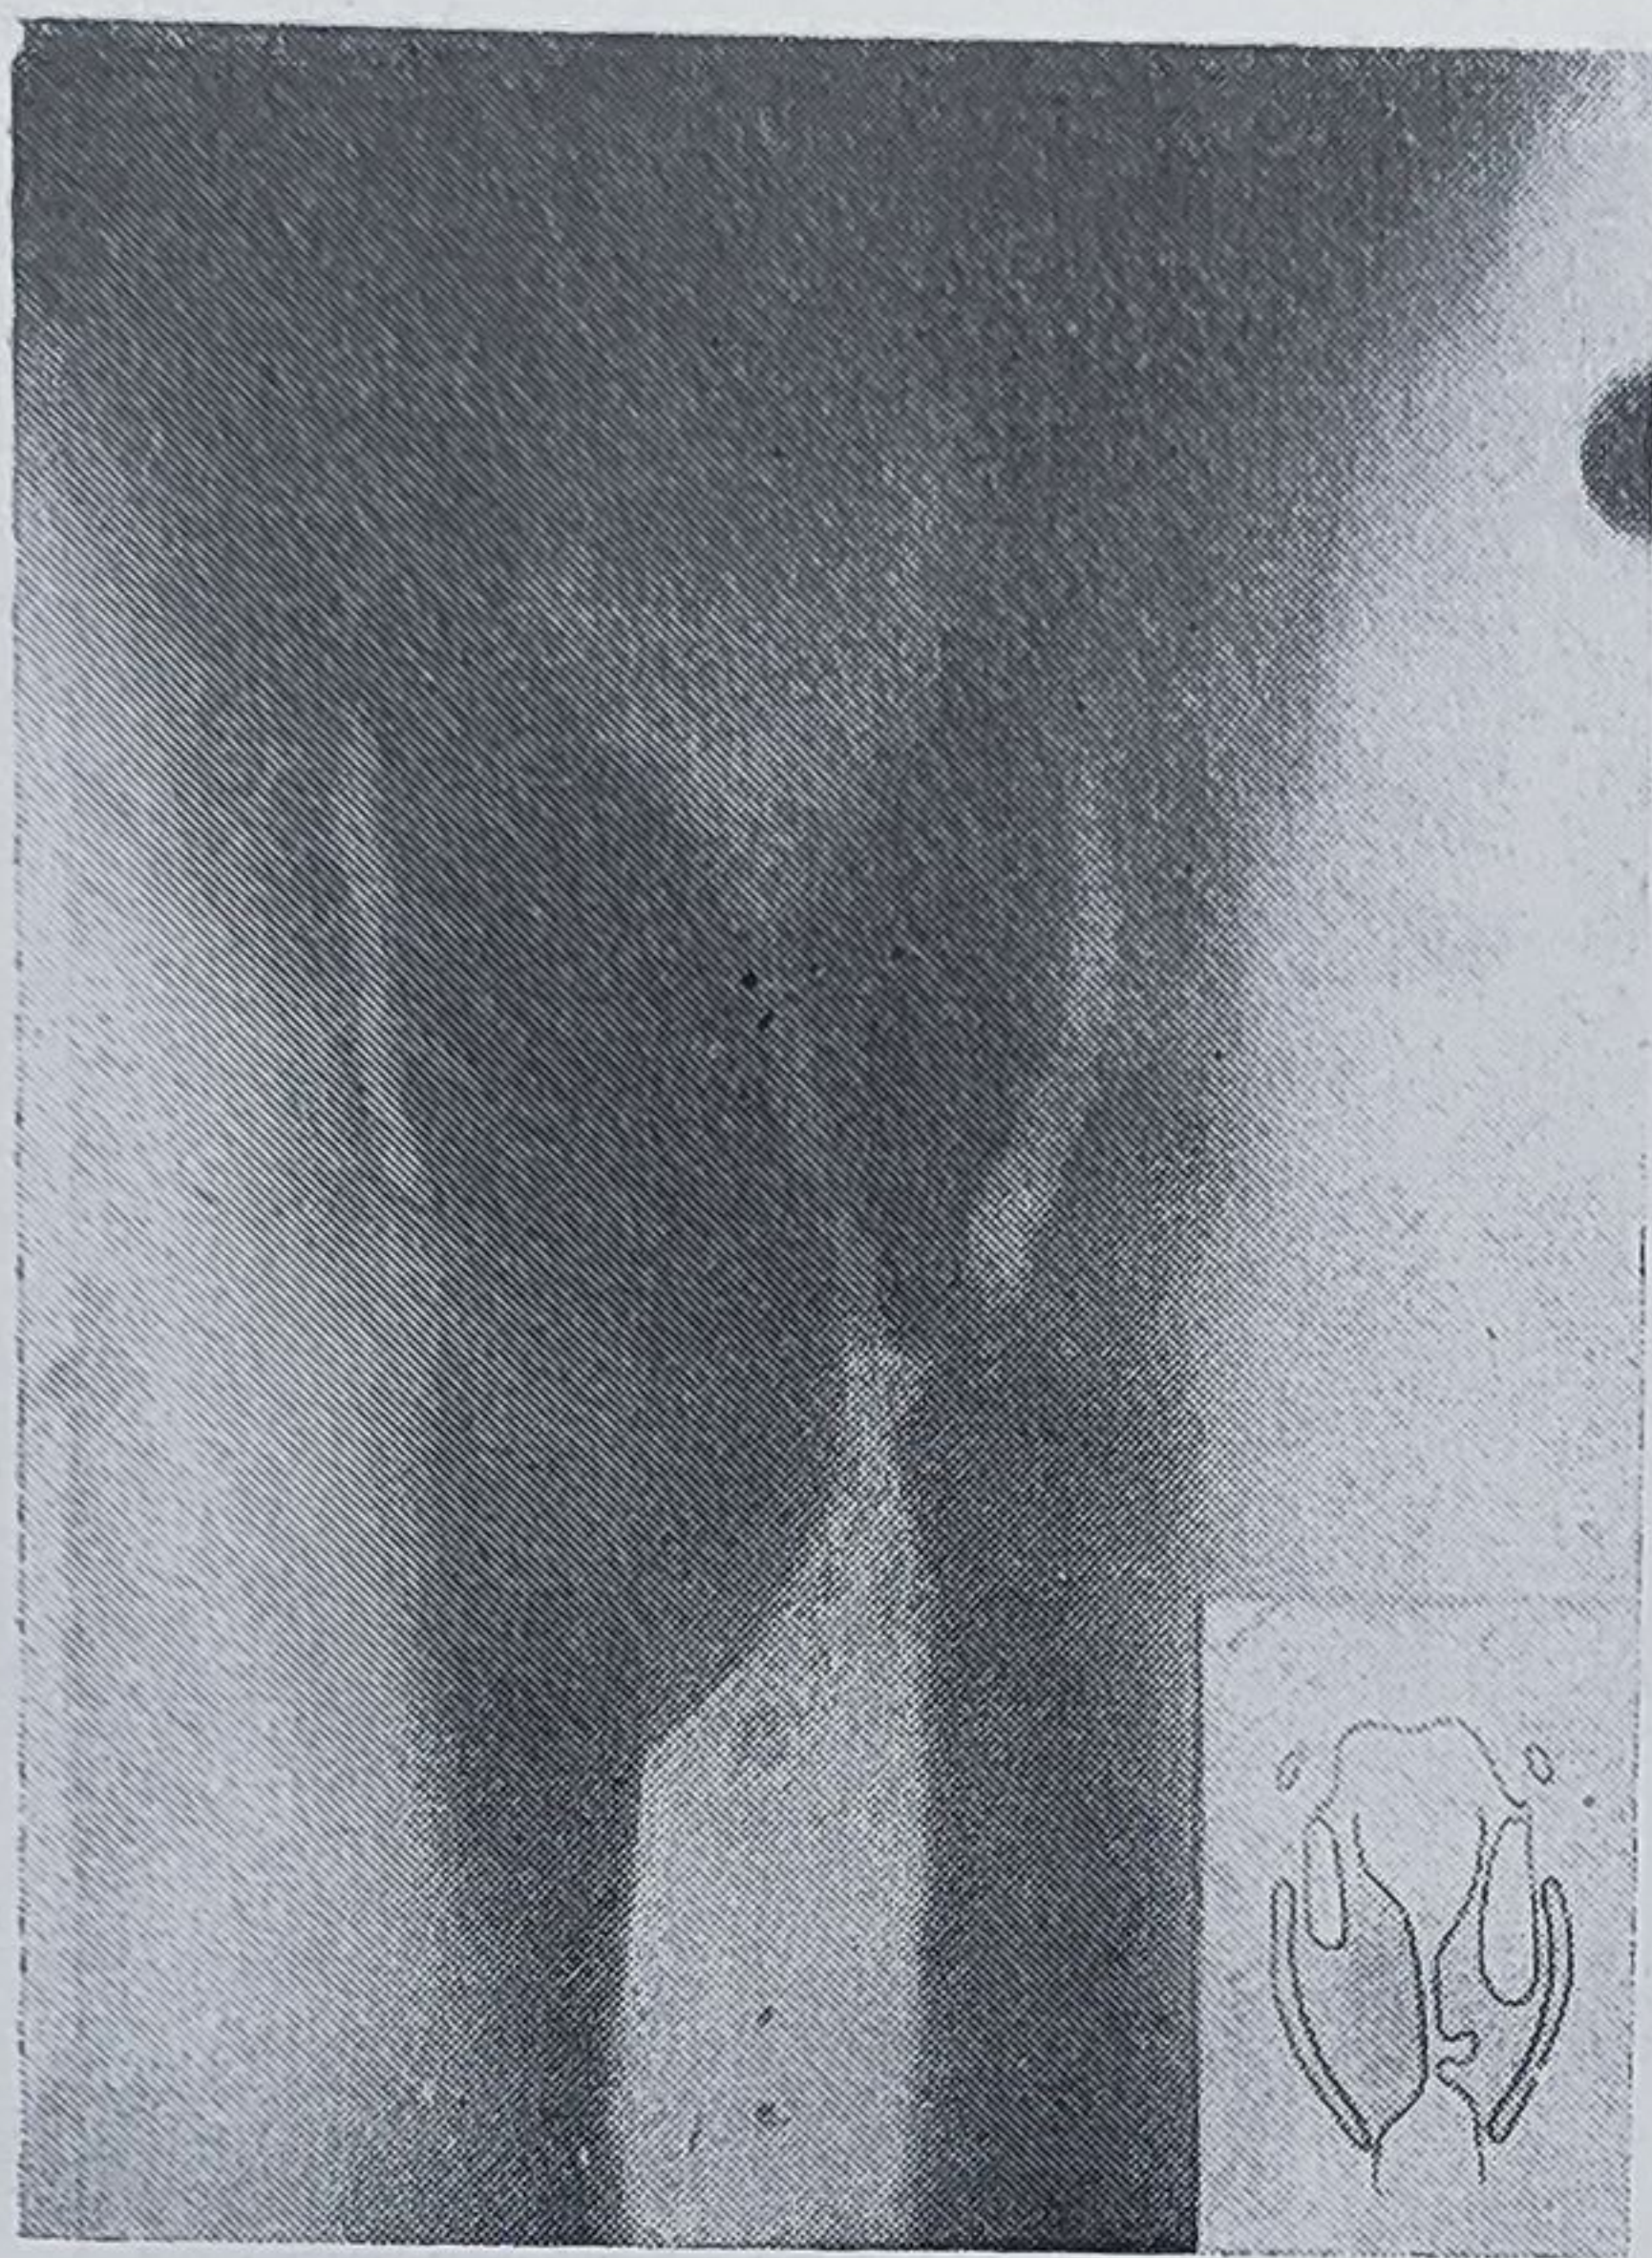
Tomografia unui cancer al glotei extins în regiunile supra- și subglotică.
